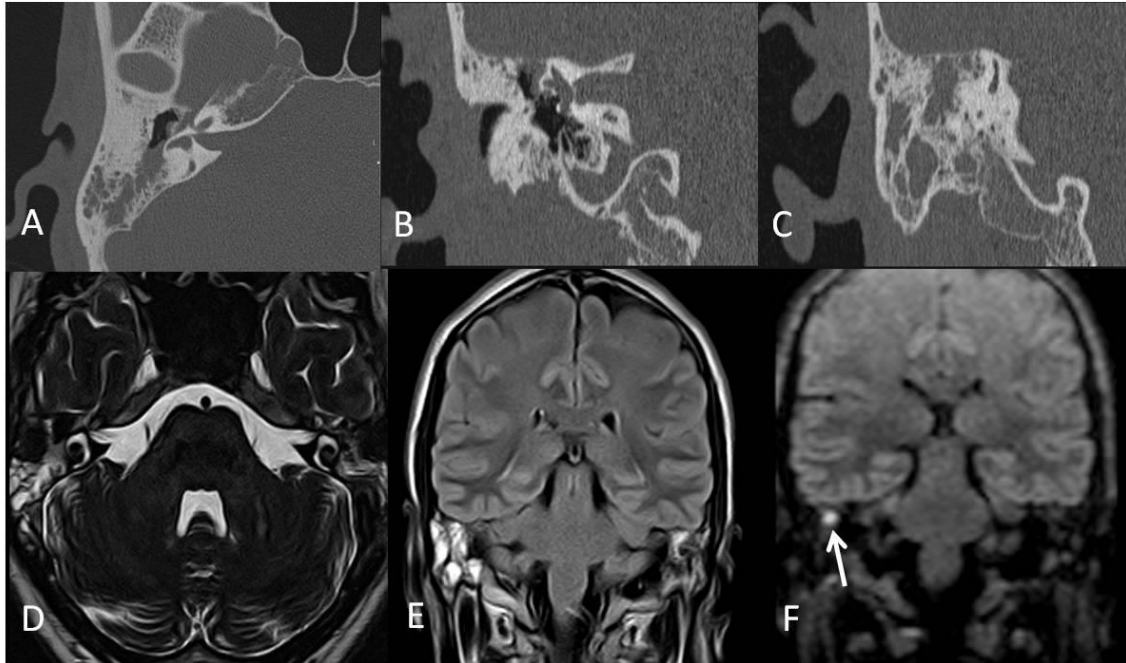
Otitis media crónica colesteatomatosa. TC de ambos oídos, con reconstrucciones axiales (A) y coronales (B y C) extensa ocupación otomastoidea que también se demuestra en RM anatómica (D) Drive axial y (E) coronal Flair. En el seno de la cual existe un foco de hiperseñal en difusión (F) traduciendo colesteatoma (flecha).
